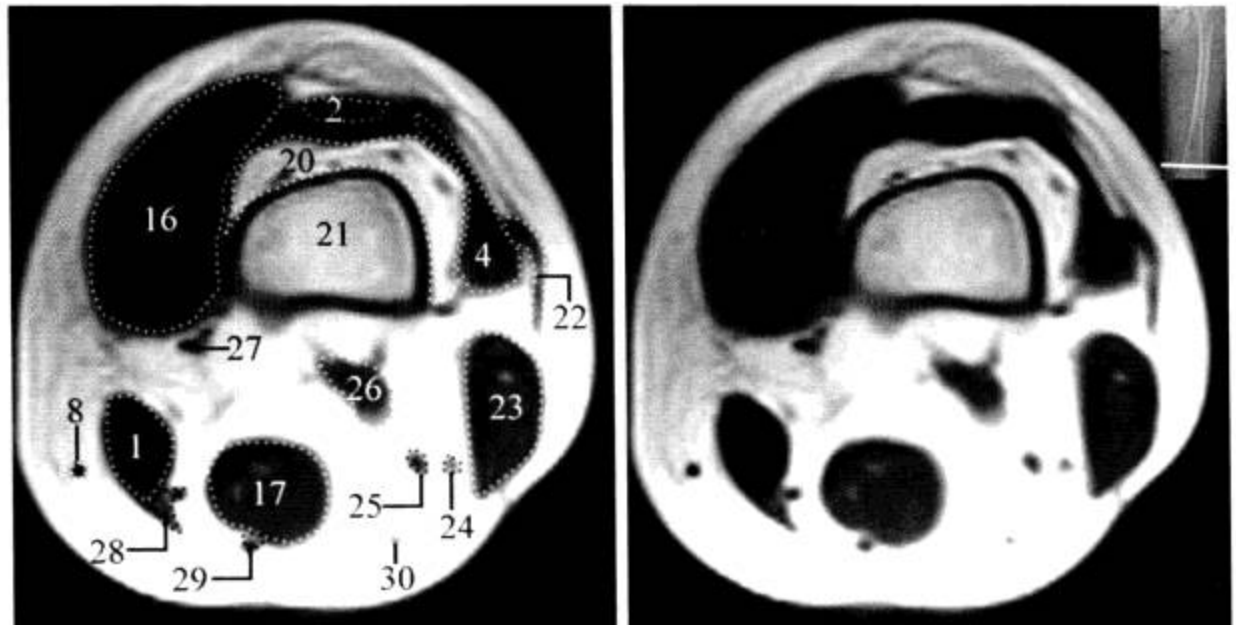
股骨 MRI 横断面 (T<sub>1</sub>WI)
